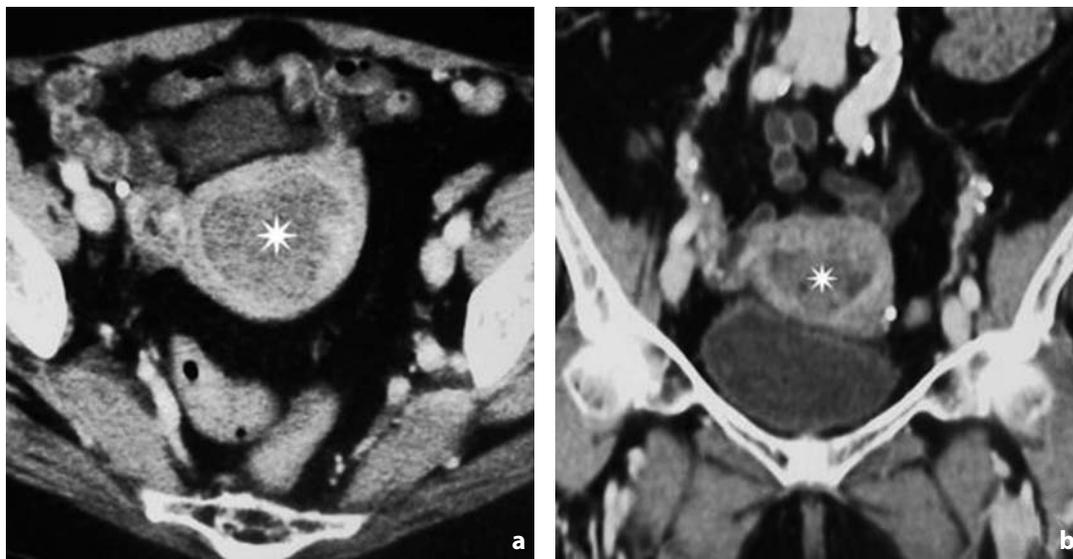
Tomografia computerizzata. Carcinoma endometriale. Immagine assiale acquisita in fase venosa (a) e relativa ricostruzione coronale (b). La cavità endometriale è ampliata, occupata da tessuto tumorale ipodenso
